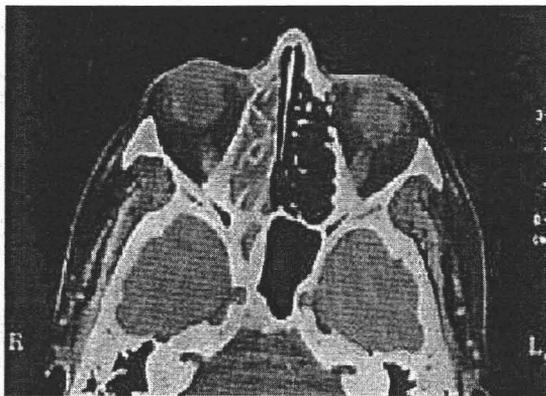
Tomografía axial de Pansinusitis. 40
